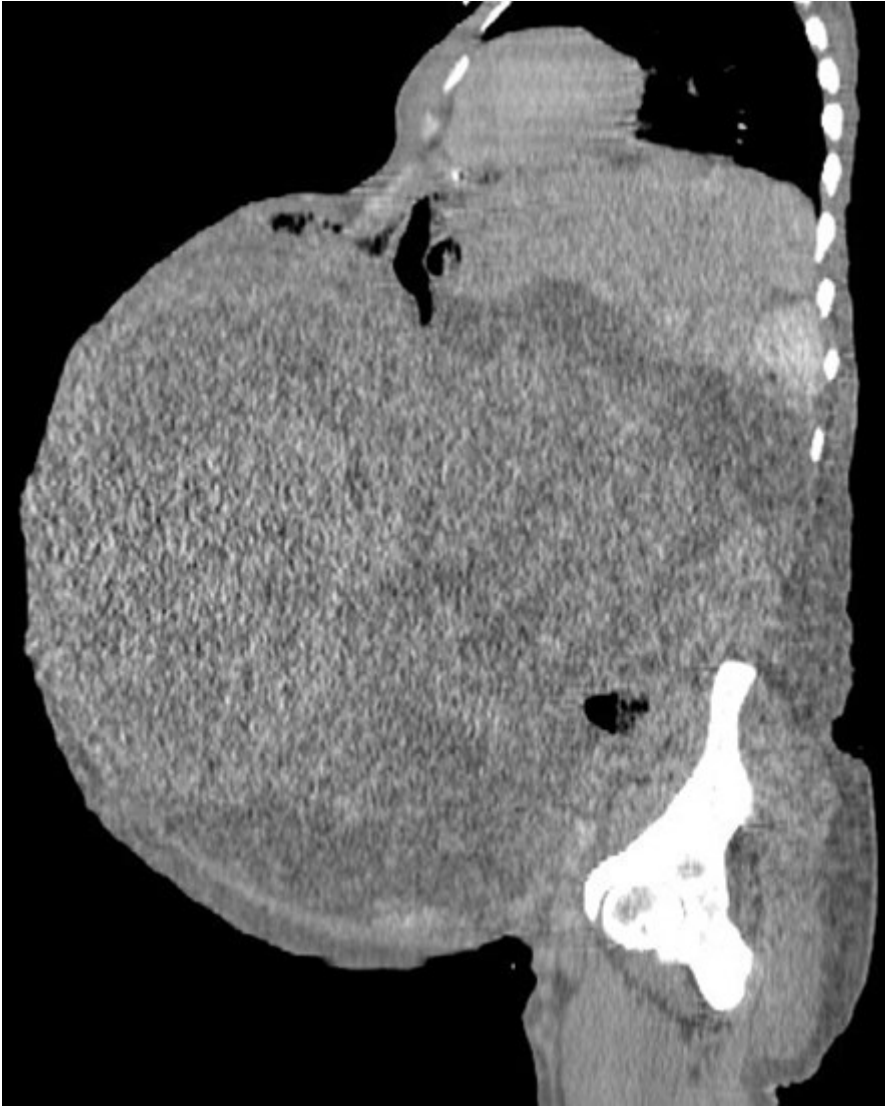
coupe sagittale d'une TDM TAP C- montrant une énorme masse abdomino-pelvienne à triple composante calcique, kystique et solide refoulant tout le digestif en haut. Utérus et ovaires non vus
